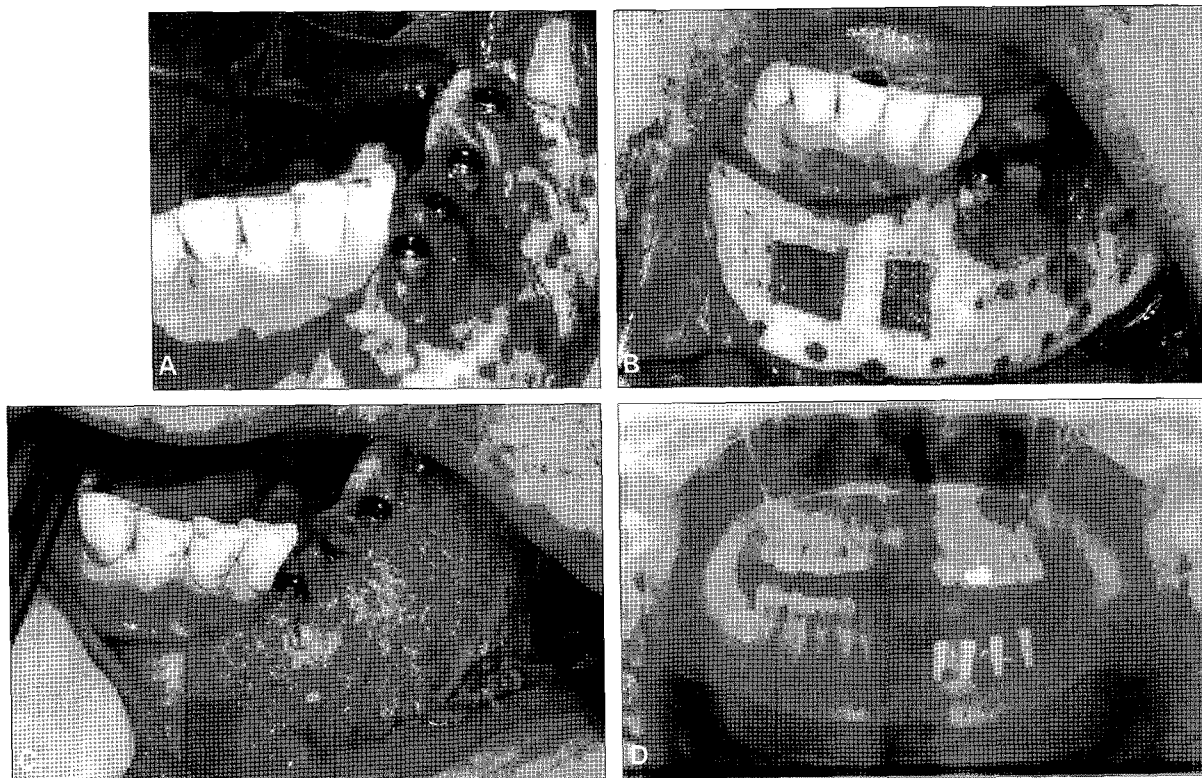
Implant installation(A) and block bone graft from symphysis area (B). Lateral augmentation with autogenous bone (from symphysis) and allogenic bone (Puros)(C). Panoramic radiograph after device removal and Implant installation(D).
